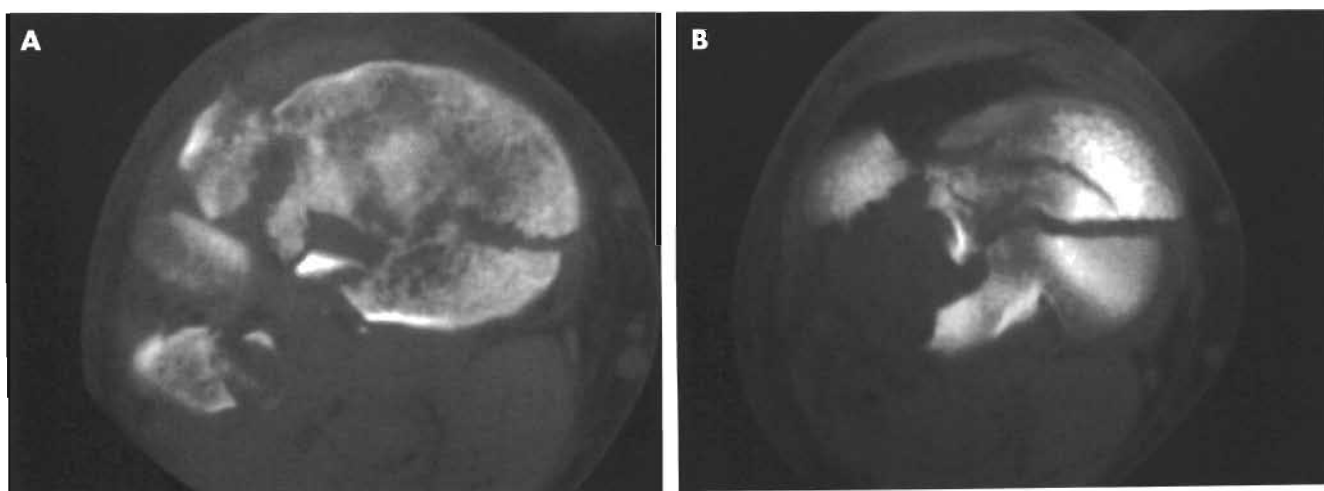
A y B. Cortes axiales de una TC que muestran la extensión de la lesión articular, con conminución y depresión.
